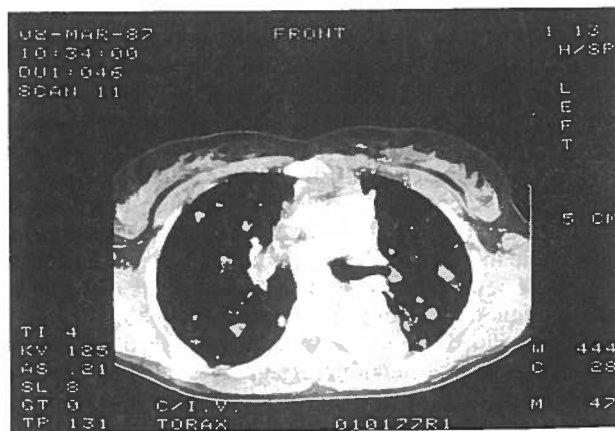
TAC Torácica : Massa hipodensa para aórtica
